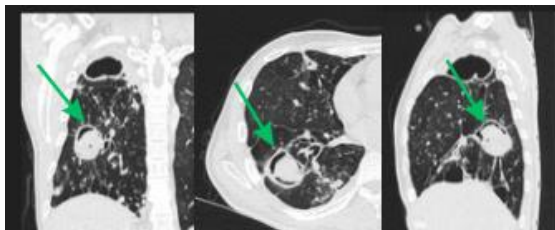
The CT scan showed a round, soft-tissue mass surrounded by an air crescent, consistent with an aspergilloma (green arrow), with adjacent lung parenchyma displaying tree-in-bud opacities and consolidation
